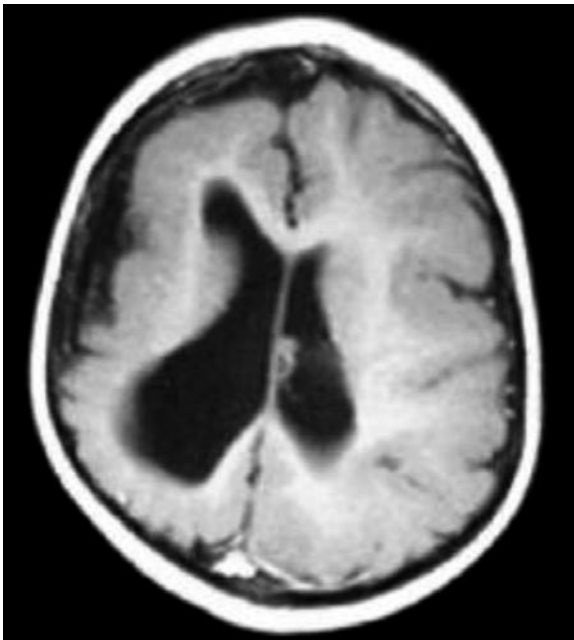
Zanik korowo-podkorowy półkuli mózgu lewej. Dziewczynka 10-letnia, urodzona w zamartwicy, z niedowładem spastycznym prawostronnym i z napadami ruchowymi prostymi prawostronnymi. MRI mózgu, obraz T1-zależny.
